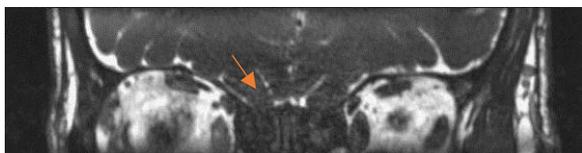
IRM des bulbes olfactifs et hypophysaire
